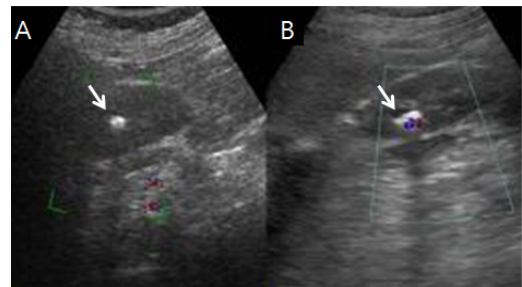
Comparison of twinkling artifact. A. No evidenced twinkling artifact of conventional ultrasonographic equipment. B. Weak twinkling artifact of latest ultrasonographic equipment.
